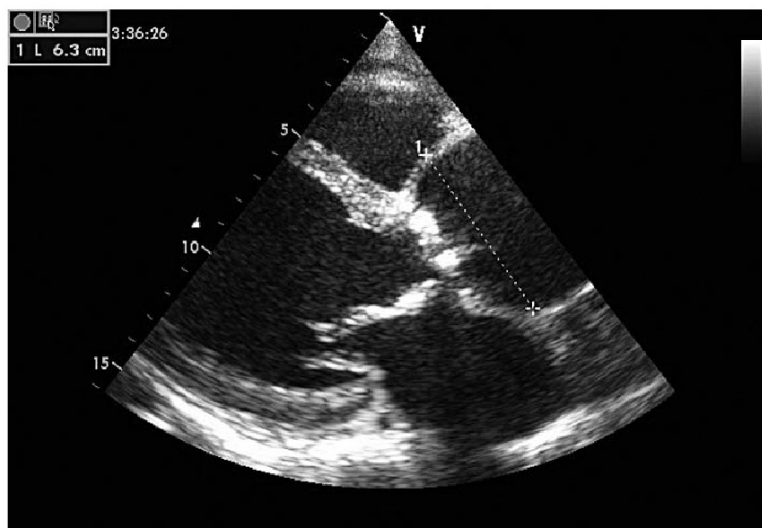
Эхокардиографические признаки аортального стеноза. В-режим. Парастернальная позиция длинной оси левого желудочка. Кальциноз створок аортального клапана. Сочетанный аортальный порок сердца. Постстенотическое расширение восходящего отдела аорты
